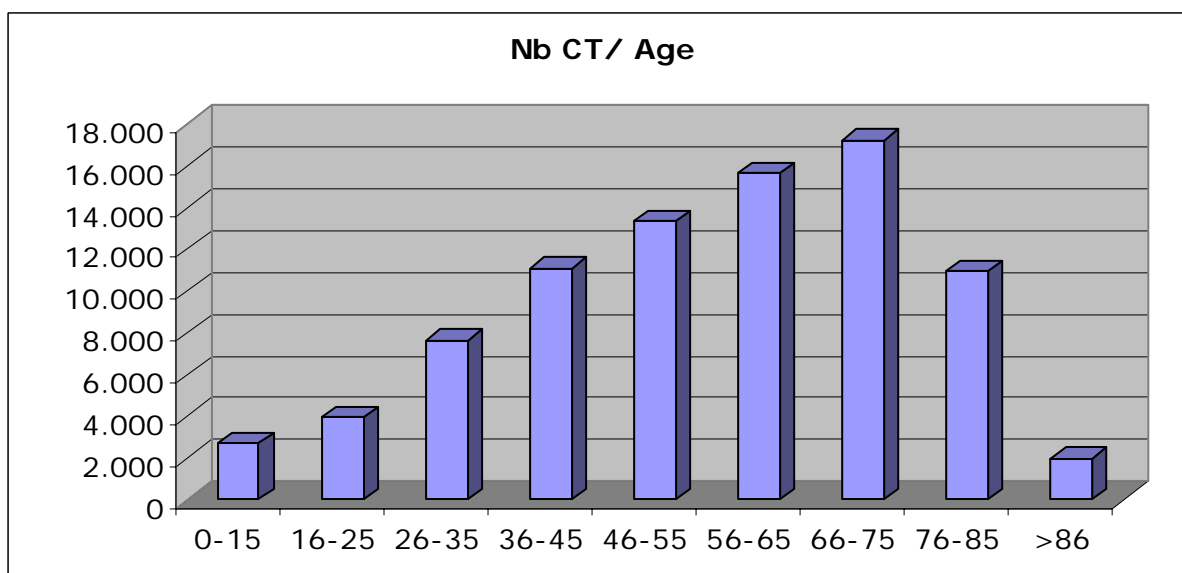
analyse de l'utilisation du CT en fonction de l'âge des patients
